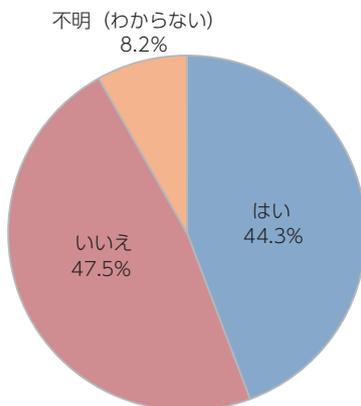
超音波ネブライザーの蛇管の管理方法 (n: 61) (Q51)
